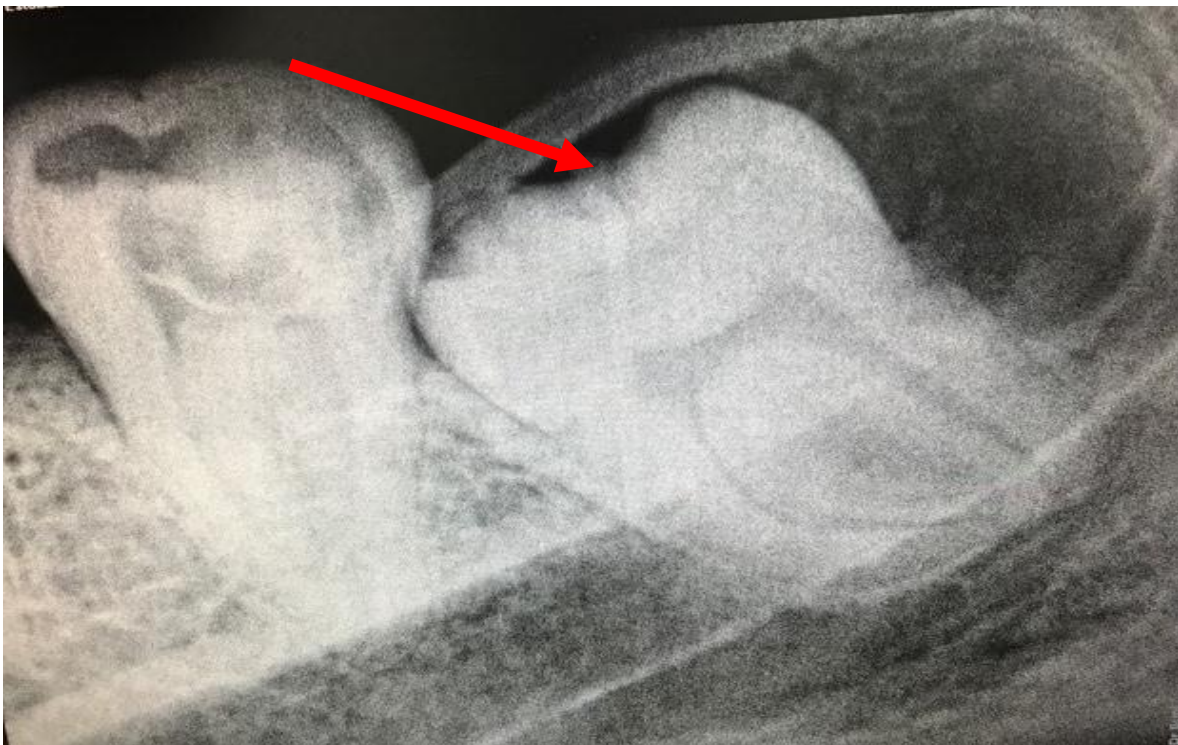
Radiografía periapical en la que se observa la presencia del tercer molar inferior izquierdo retenido y una zona radiolúcida en la parte distal del mismo.
